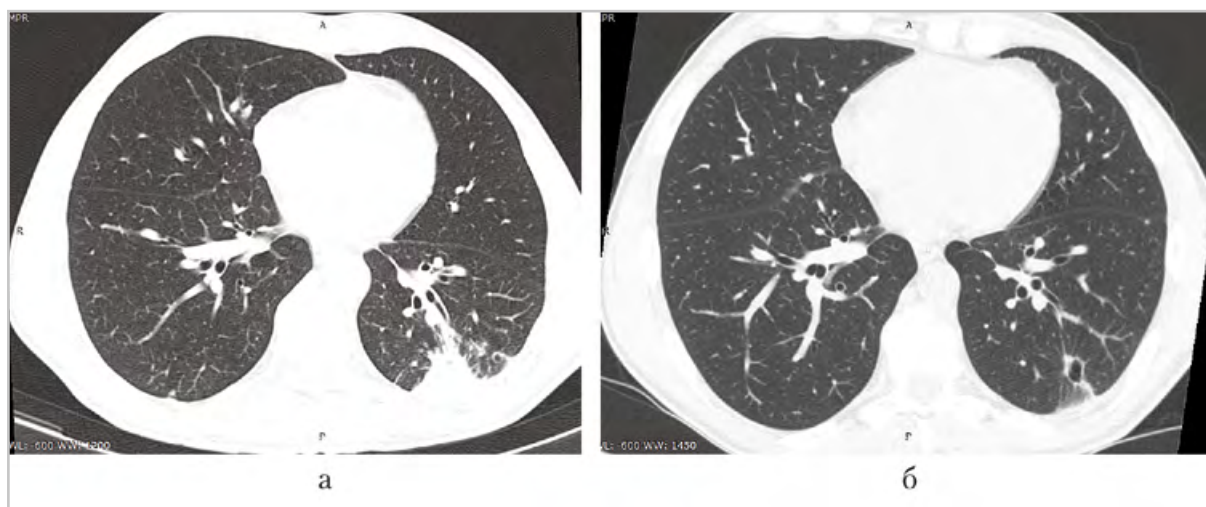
Компьютерные томограммы органов грудной полости, пациента Д., 51 года, аксиальная плоскость — до начала курса лечения (а), инфильтративные изменения в левом легком после окончания курса лечения (б). Остаточные изменения в виде единичных плотных очагов и кисты
